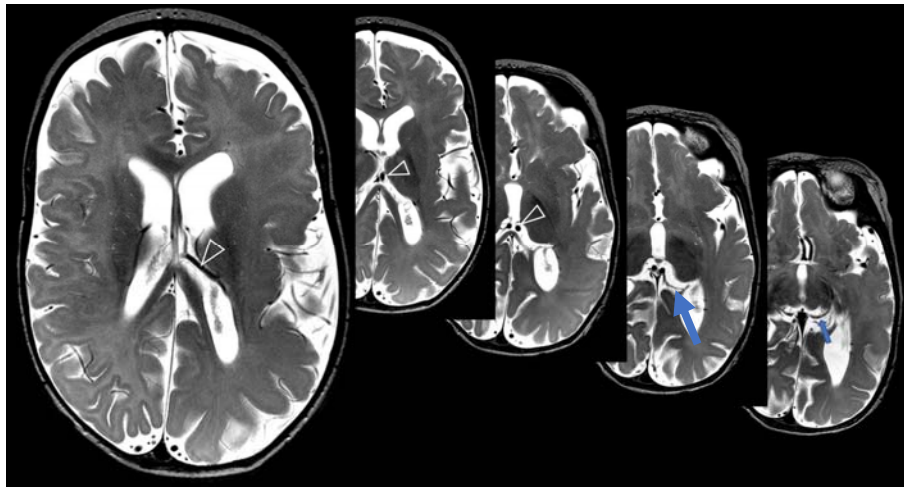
Дооперационная МРТ у ребенка с гемимегалэнцефалией. На последовательных аксиальных Т2-взвешенных изображениях видна аномально сформированная и перегруженная стрио-таламическая вена (стрелка) в суженном боковом желудочке, а также «венозный угол» тотчас за стенкой расширенной полости промежуточного паруса и расположенные в ней внутренние вены (стрелки на последующих срезах). Синей стрелкой указана левая базальная вена
